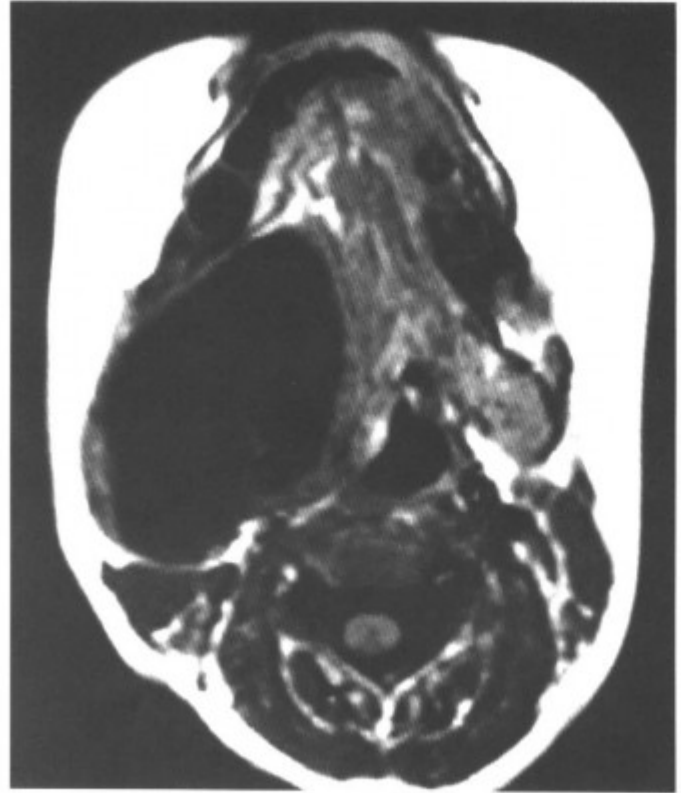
轴位 MRI- T_1WI 扫描（同上病例）
